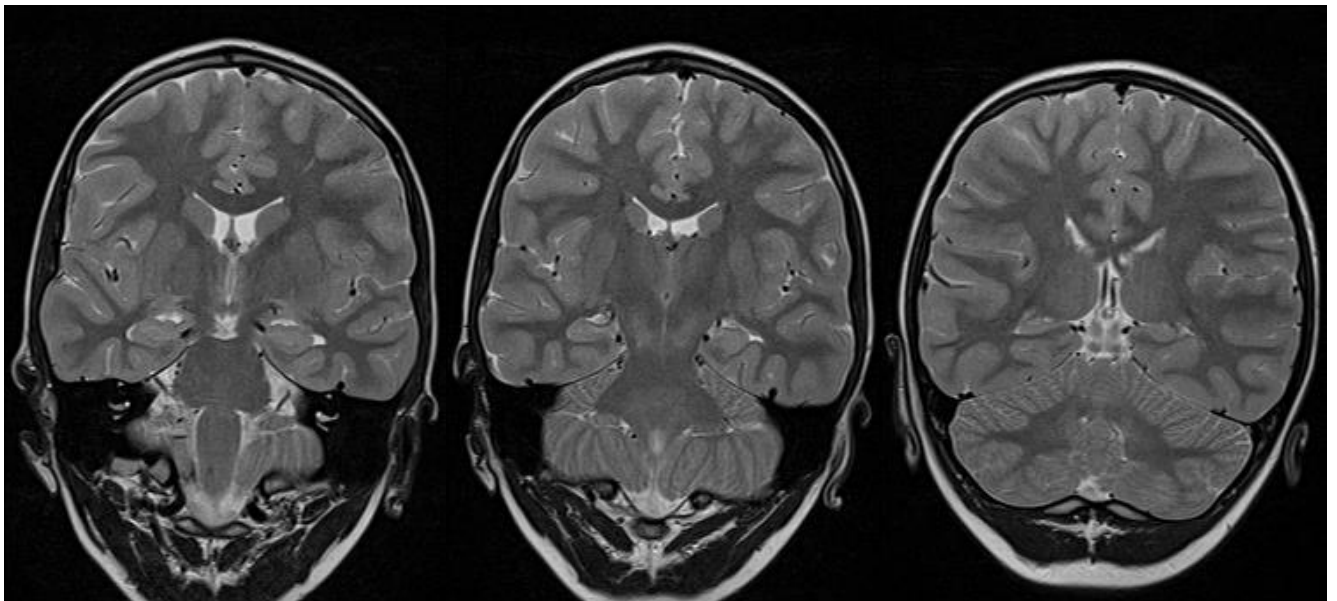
МРТ (T2 FSE ВИ) изображения медиобазальных отделов ВД в косо корональной плоскости (уровень головки; уровень тела; уровень хвоста, соответственно)
